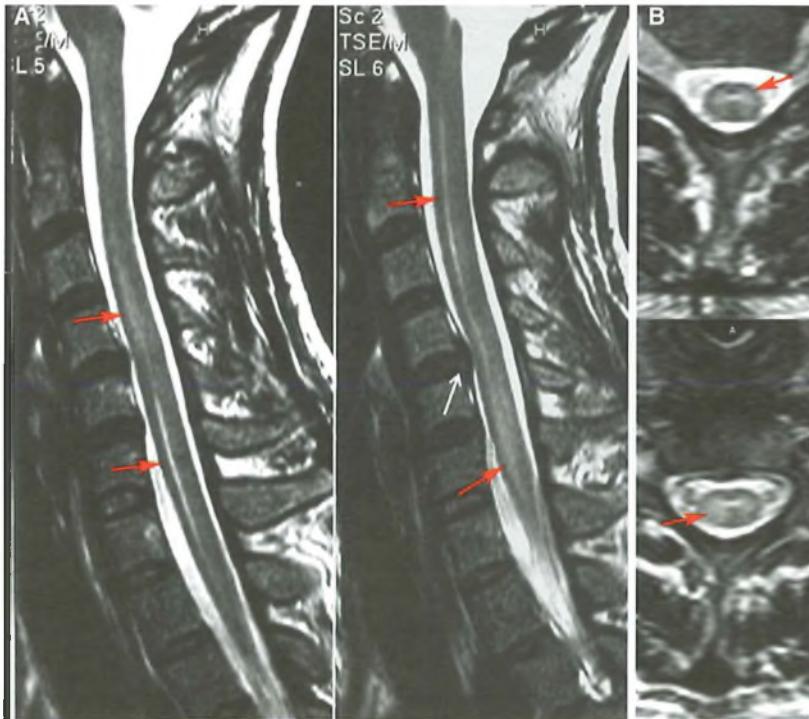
Mielite cervicale da Epstein-Barr virus in paziente con tetraparesi ingravescente. Scansioni RMN sagittali (A) ed assiali (B) T2-dipendenti dimostrano alterazione di segnale (iperintensità) e modesta tumefazione della sostanza grigia di un esteso tratto di midollo spinale cervicale (frecce rosse). Questa è una delle modalità di presentazione delle mieliti infettive/post-infettive. La diagnosi di natura è stata eseguita tramite le opportune ricerche sul liquido cefalo-rachidiano dopo rachicentesi (puntura lombare). Si noti che la discopatia degenerativa del livello C4-C5 (frecce bianche) non riveste alcun significato clinico.
